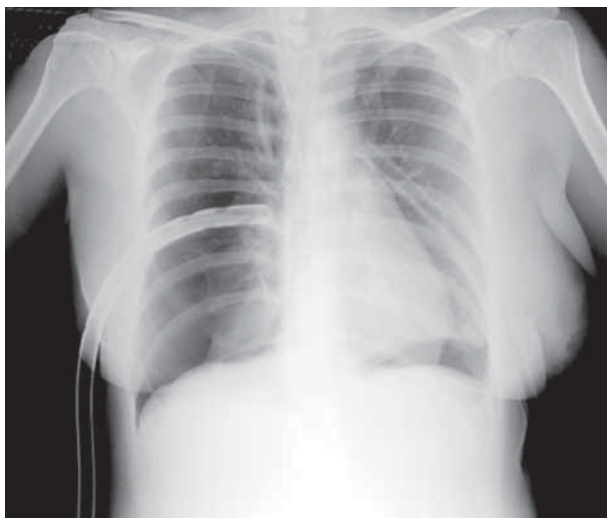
Radiografía posteroanterior de tórax del caso 1, en la que se observan sondas endopleurales bilaterales y reexpansión del parénquima pulmonar
